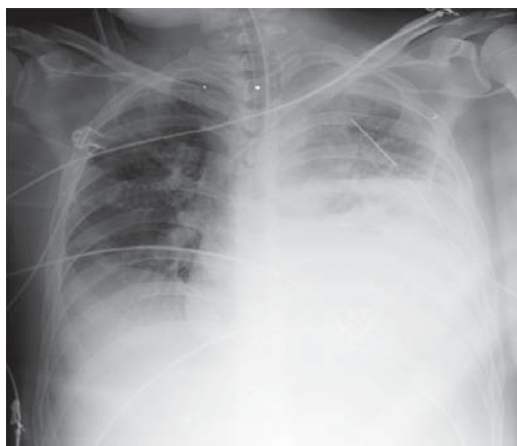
Radiografía de tórax portátil realizada en el postquirúrgico mediato en la que se observa opacificación de la mitad inferior de hemitórax izquierdo con pérdida de la diferenciación del borde diafragmático; dichos hallazgos corresponden a ocupación del espacio pleural por derrame; además se observa la presencia de sonda pleural con dirección apical.
